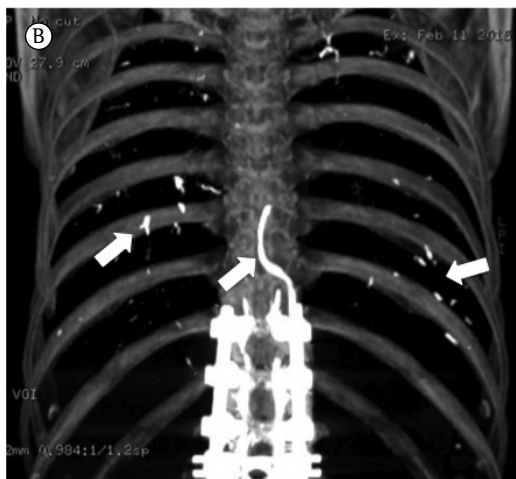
TC reconstruída com projeção de intensidade máxima tridimensional no plano oblíquo sagital (em A) e no plano coronal (em B). As setas brancas indicam material de alta atenuação, correspondente ao polimetilmetacrilato no plexo venoso paravertebral, estendendo-se dentro da veia hemiázigos e embolizado na direção dos vasos pulmonares.
